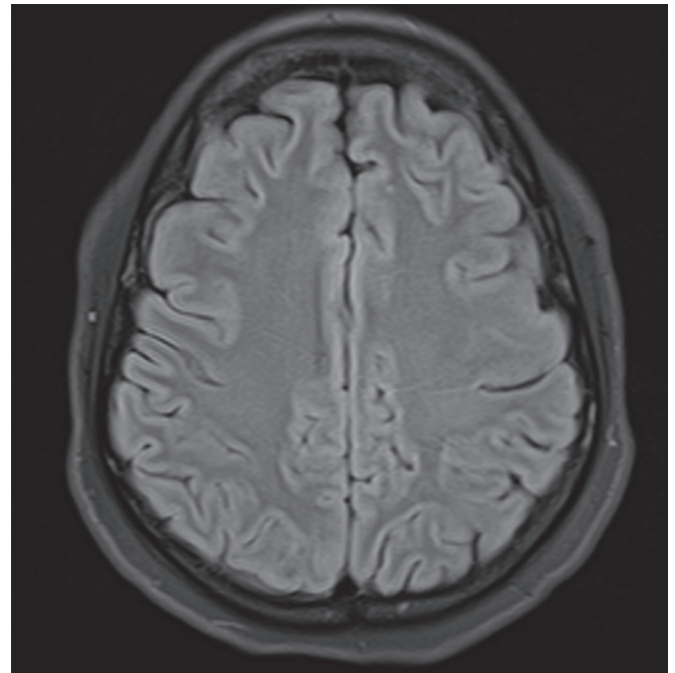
RM cráneo simple, FLAIR fase T2, ausencia de signos radiológicos de edema vasogénico. Control a ocho días de RM inicial.
